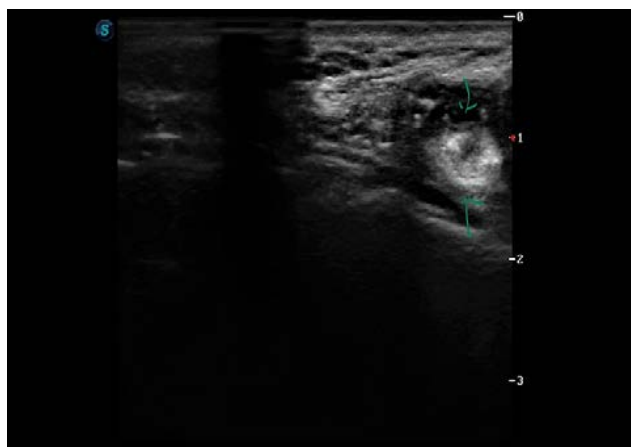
Визуализация расширенного Стенонова протока: УЗИ с эхоконтрастом
